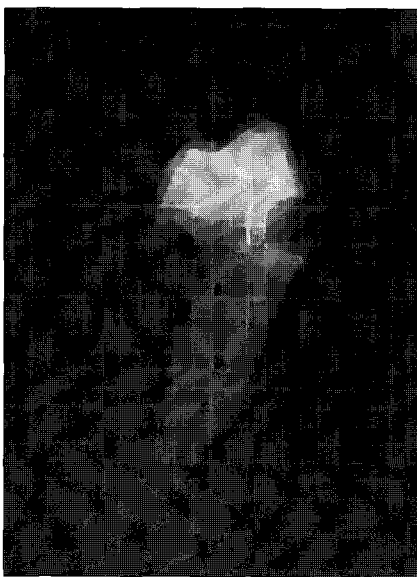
Radiographic evaluation of prepared tooth.
